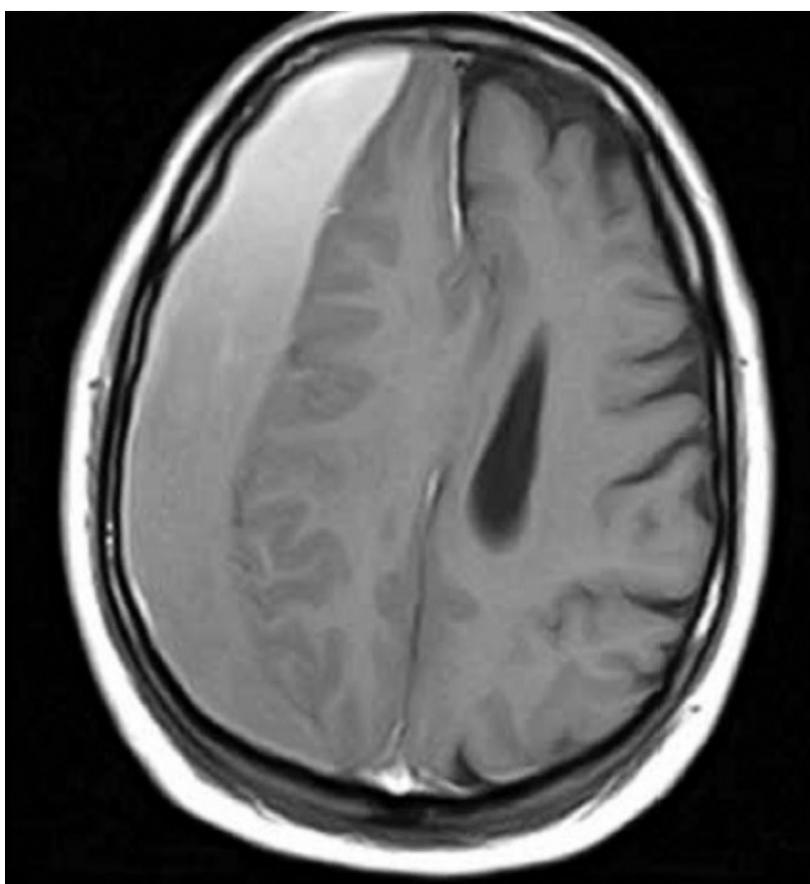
Hematoma subdural crônico por ressonância magnética.
